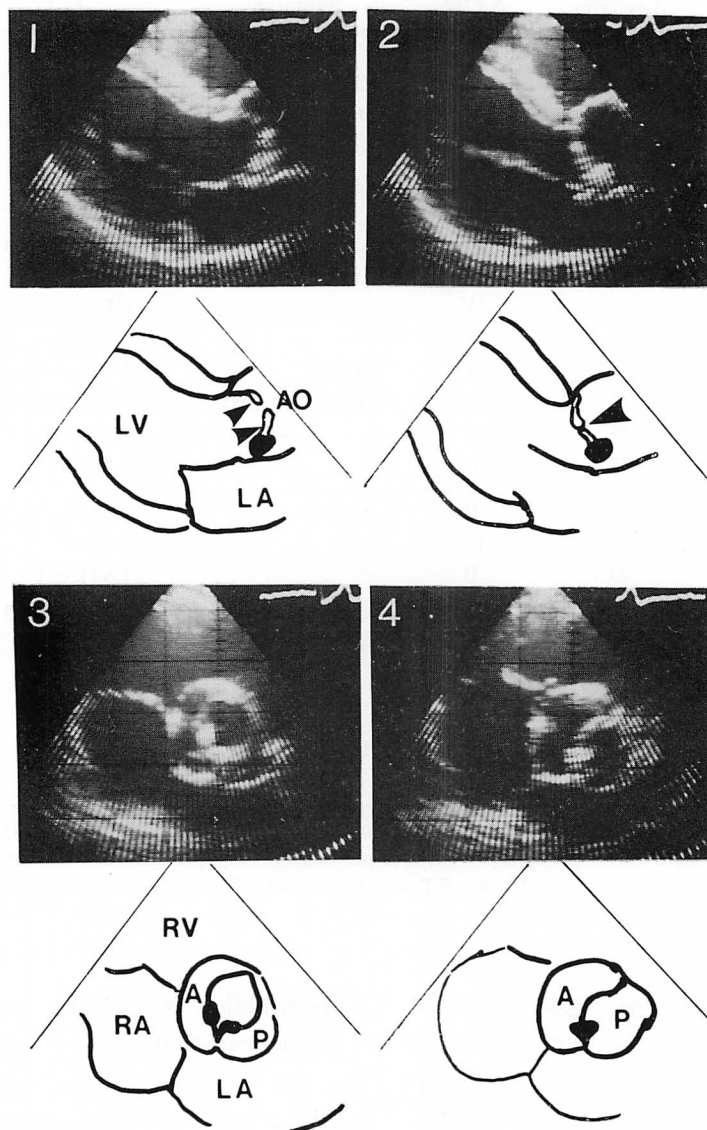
Two-dimensional echocardiograms of congenital bicuspid aortic valve.
